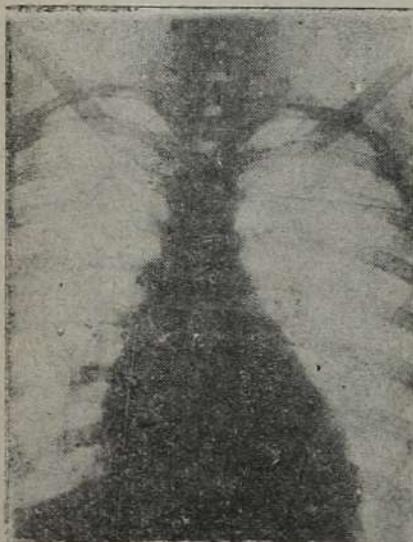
Рентгенограмма при недостаточности митрального клапана и сужении левого венозного отверстия (Affectio mitralis).³
